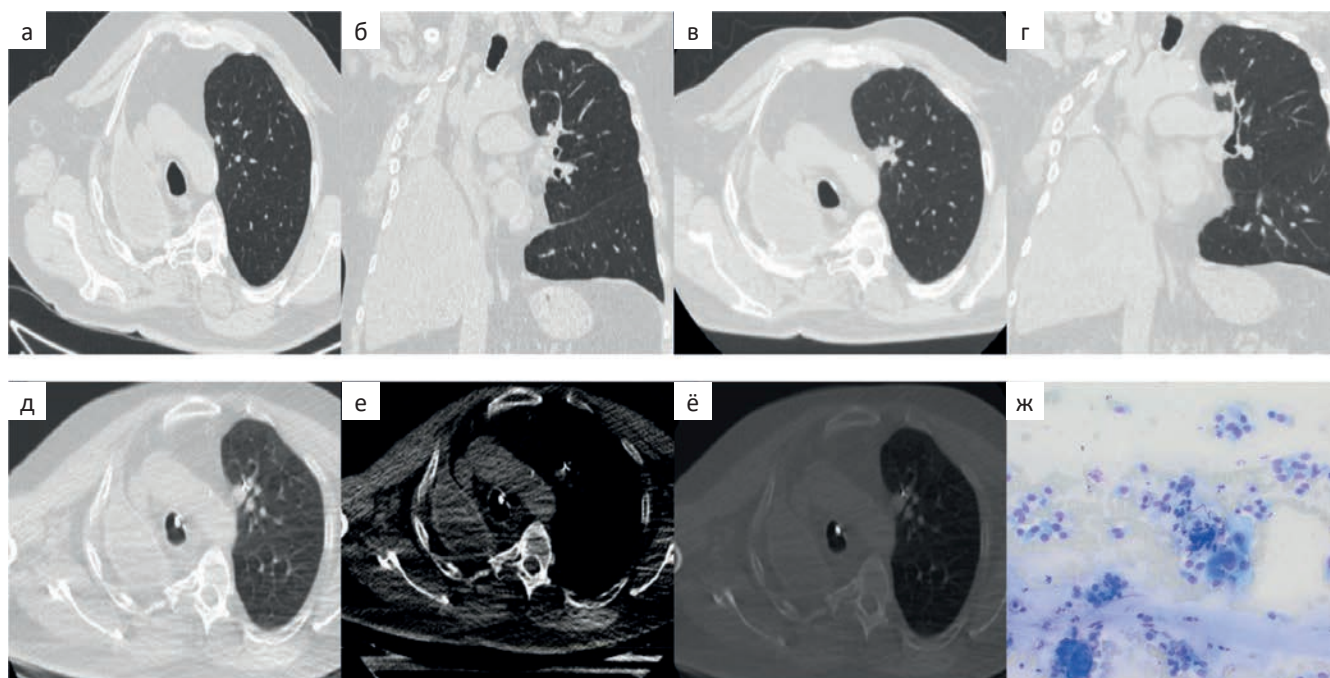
а.б.в.г. ВКРТ. Легочный режим. а — Аксиальная плоскость (25.02.2022); б — Фронтальная плоскость (25.02.2022); в — Аксиальная плоскость (22.02.2025); г — Фронтальная плоскость (22.02.2025). В парамедиастинальных отделах С1 левого легкого солидный очаг, с четкими и неровными контурами, с «подходящей» субсегментарной ветвью В1; д — КТ в режиме рентгенографии. Легочное окно. Бронхоскопический инструмент в толще субсубсубсегментарного бронха В1 левого легкого; е — КТ в режиме рентгенографии. Мягкотканное окно. Бронхоскопический инструмент в толще субсубсубсегментарного бронха В1 левого легкого; ё — КТ в режиме рентгенографии. Костное окно. Бронхоскопический инструмент в толще субсубсубсегментарного бронха В1 левого легкого; ж — Традиционное цитологическое исследование. Немелкоклеточный рак легкого, вероятнее всего, аденокарцинома. Одиночное скопление опухолевых клеток с выраженным полиморфизмом, наличие ядрышек в ядрах, цитоплазматические микровакуоли. Фон препарата — элементы крови, единичные нейтрофильные лейкоциты, лимфоциты, бесструктурные слизистые массы, клетки бронхиального эпителия. Лейкодиф 200. Объектив 20×
